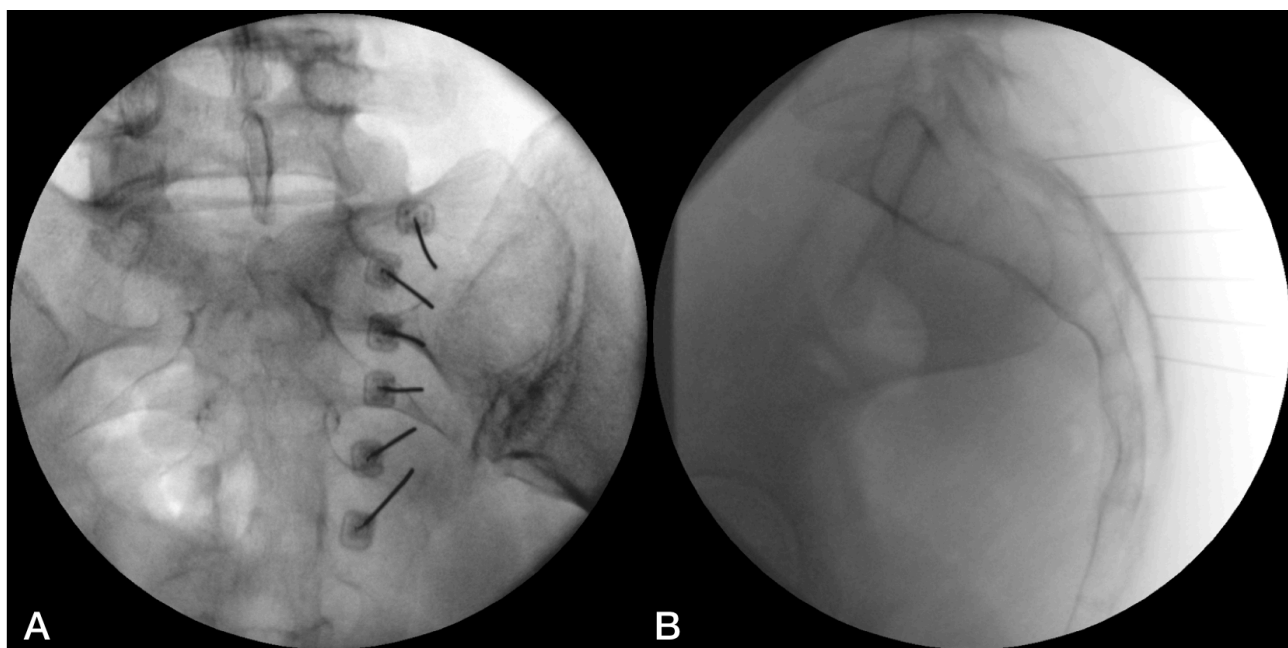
Интраоперационные рентгенограммы в прямой (А) и боковой (В) проекциях. Канюли для РЧД установлены вдоль наружного края крестцовых отверстий S1-S3
